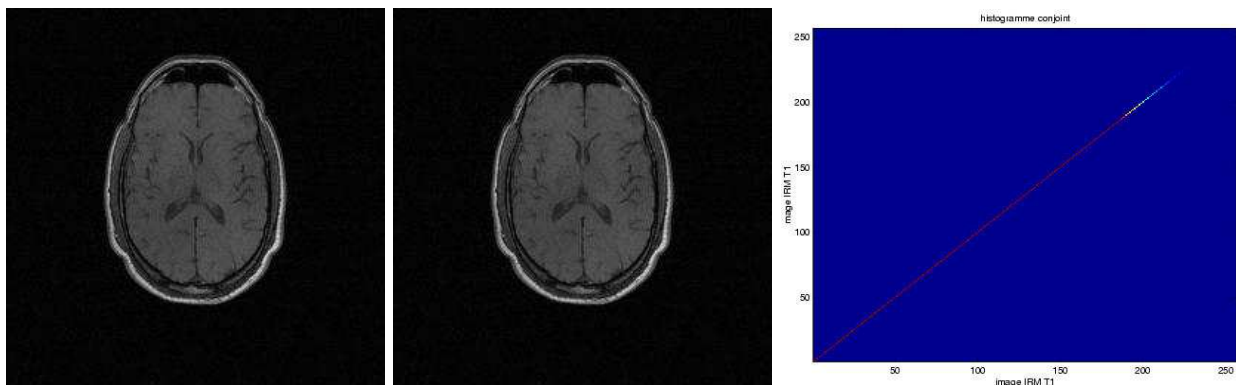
Histogramme conjoint de deux acquisitions IRM du même patient sur la même machine parfaite; à gauche : coupe IRM pondérée en T1; au milieu : coupe identique; à droite : histogramme conjoint des deux images. On peut remarquer que l'on obtient une droite parfaite.*
